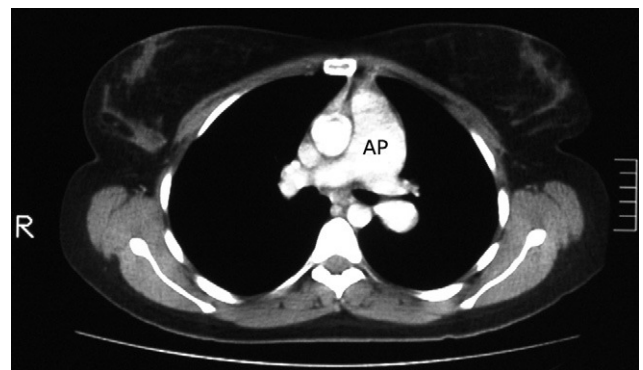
Angio-TC torácica, realizada hace 4 años, en la que se evidencia dilatación aneurismática de la arteria pulmonar (AP) principal.
